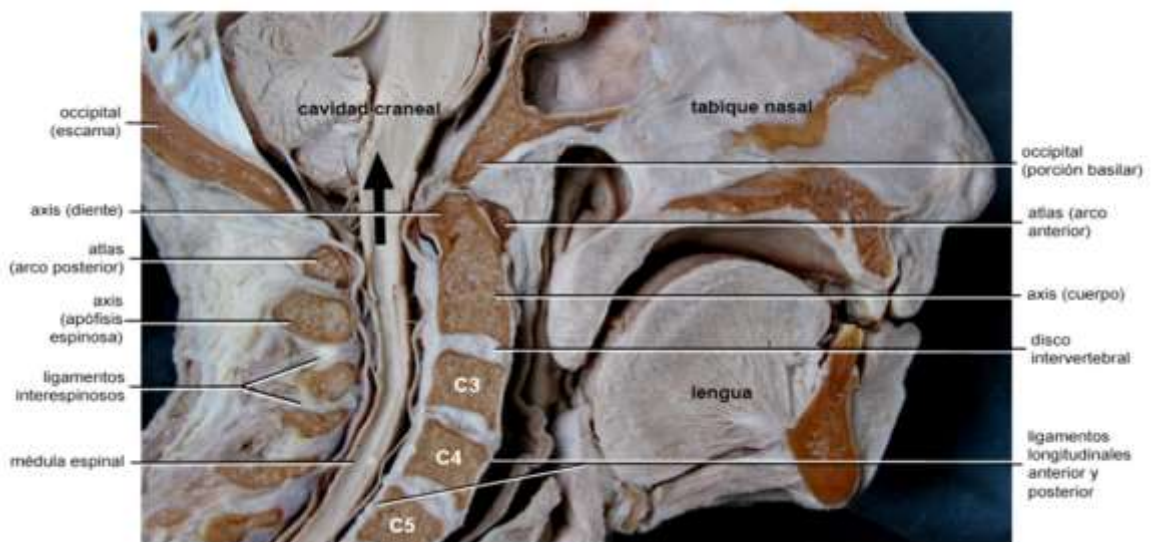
corte sagital de cabeza y cuello. Extraída de Gutiérrez et al. Anatomía Craneofacial 4ta Ed. 2017. Nótese la disposición de la columna vertebral, similar a lo que se observa en las telerradiografías laterales.
